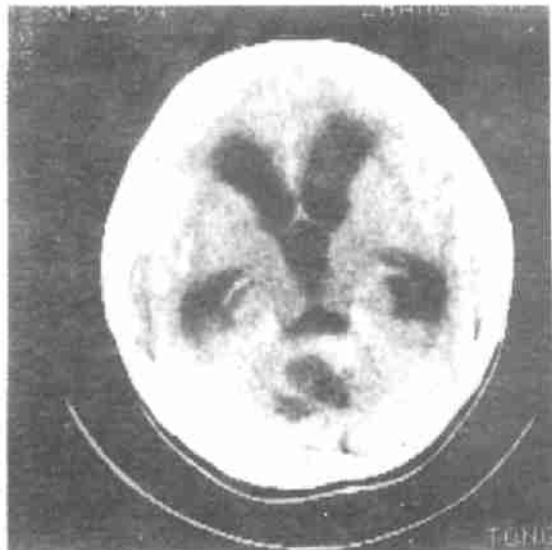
增强后 CT 扫描,病灶呈非均质强化,边界欠清晰,低密度区仍清晰可见。
